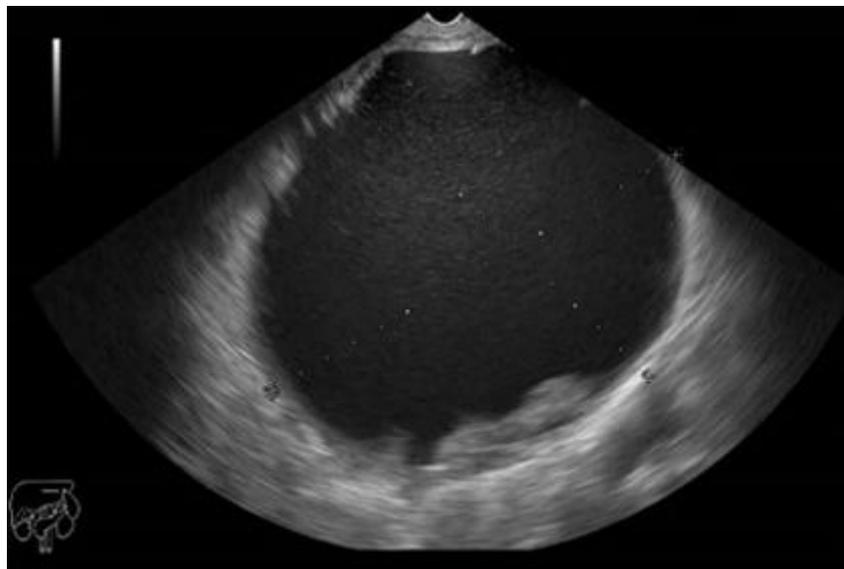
Imagen obtenida mediante ultrasonido endoscópico donde se observa una lesión anecoica, redondeada, de bordes regulares, de 131,6 x 150,4 mm, con pared que mide 1,4 mm de grosor, diagnosticada como un pseudoquistes de páncreas.
